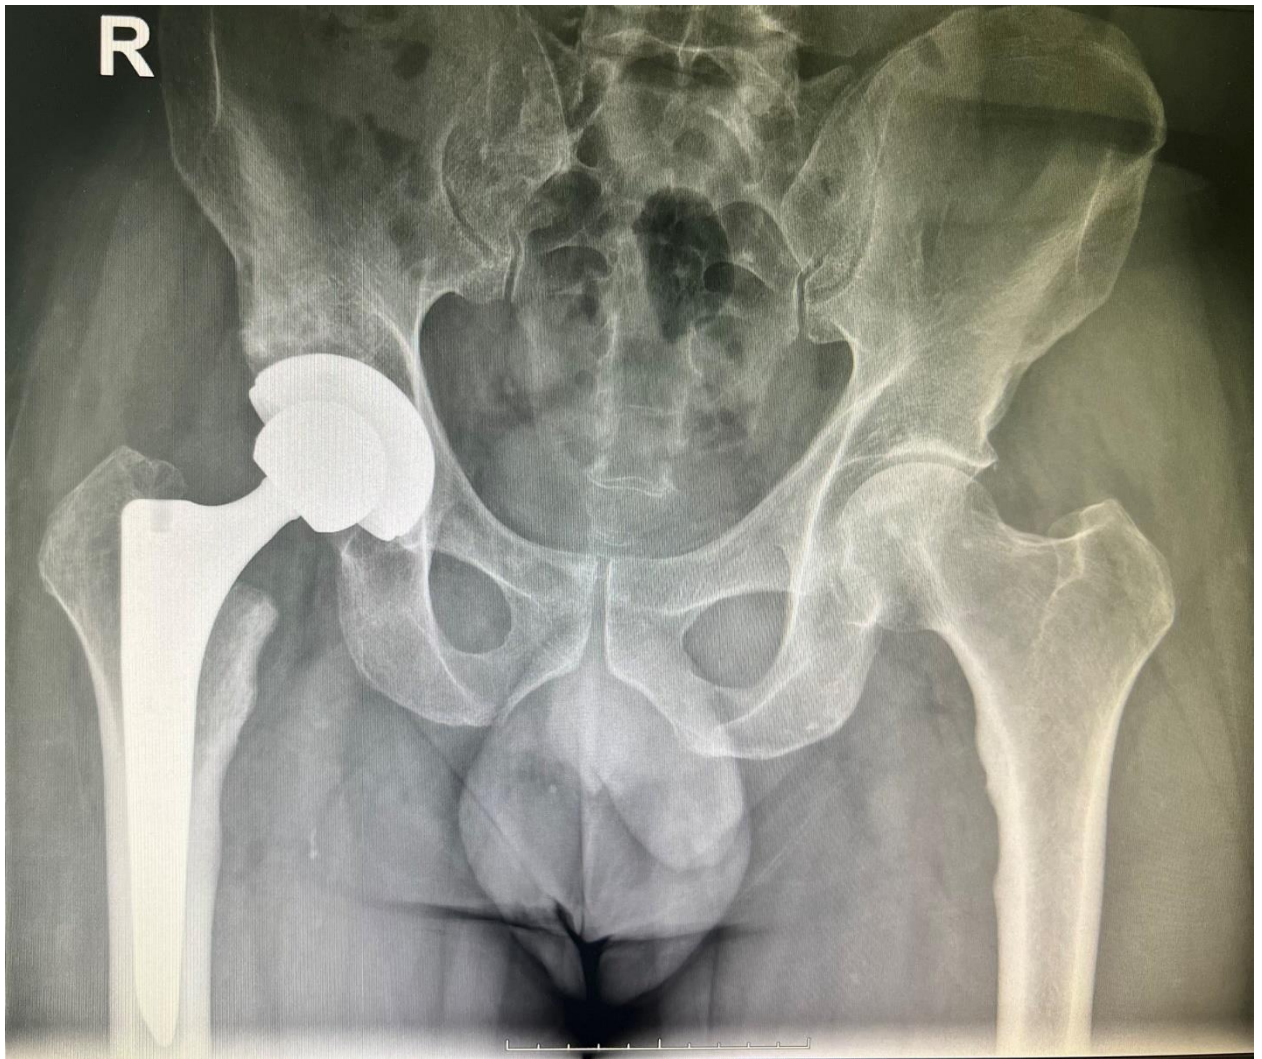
Рентгенография пациента Р., 64 года, диагноз: двусторонний коксартроз справа IV ст., слева II ст., асептический некроз головки правого бедра. 15.07.2013г. – тотальное эндопротезирование правого тазобедренного сустава
